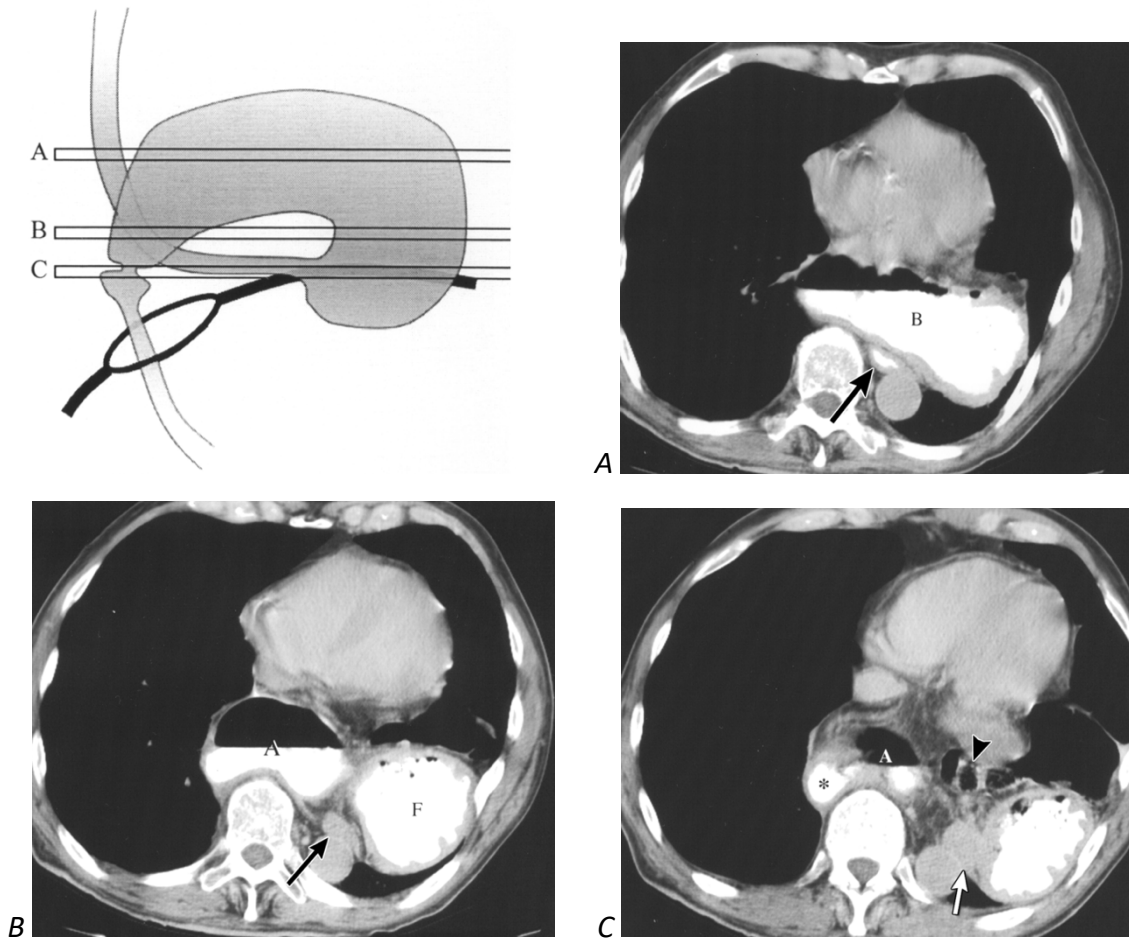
TC axial con contraste en paciente con hernia de hiato tipo IV gigante y vólvulo gástrico órgano-axial. El estómago está herniado completamente, además del bulbo duodenal y parte del colon transverso. (F: fundus, B: cuerpo, A: antro).³⁷
